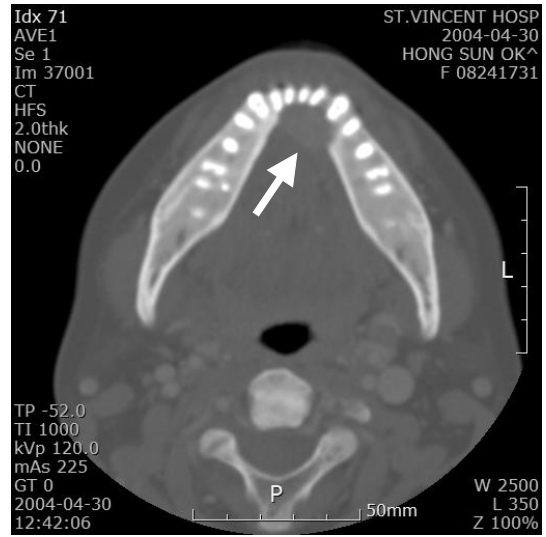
Computed tomography showing an exophytic lesion in the anterior left mandible (arrow). The thinning of cortical bone and blurring of bone trabecular pattern were observed.
